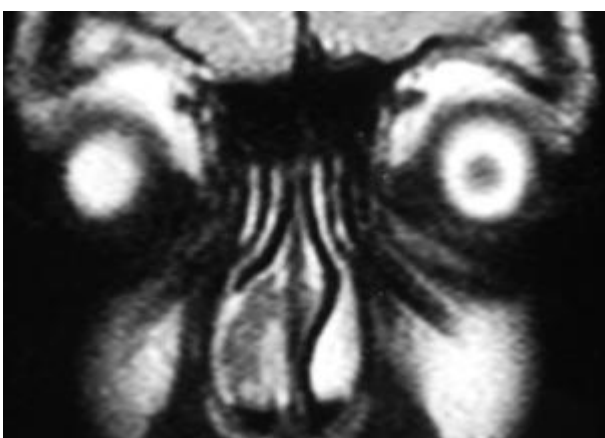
IRM en coupe couronale en séquence T2:
